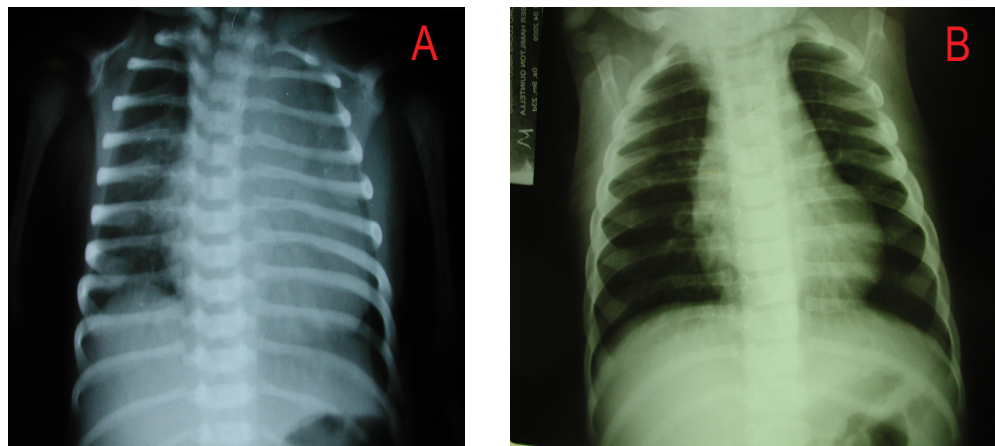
Radiografías de tórax en el período preoperatorio en A y nueve meses después de la operación en B destacan la diferencia nítida en el tamaño del área cardíaca.
